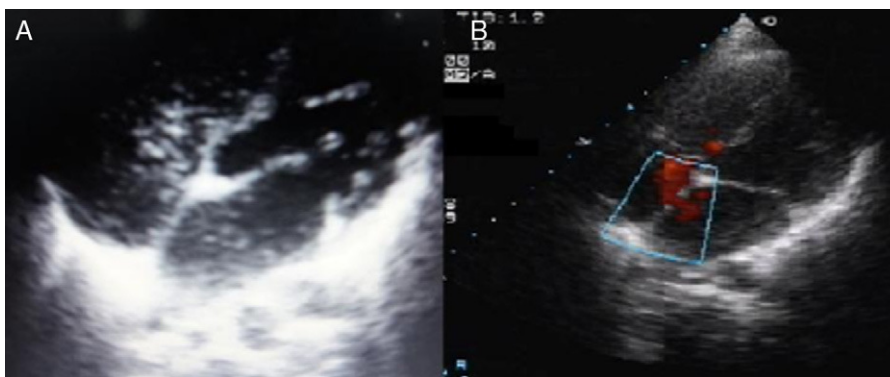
A. Ecocardiograma contrastado en el cual se observa paso del contraste (burbujas) desde el atrio derecho hacia el izquierdo. B. Ecocardiograma modo doppler en el cual se observa paso de flujo sanguíneo entre ambas aurículas por presencia de foramen oval permeable.
